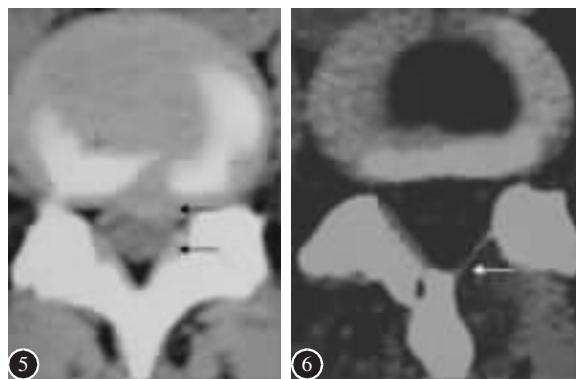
术前 CT 检查显示 L4/5 椎间盘突出，椎管无骨性狭窄，黄韧带无骨化（←） 图 6 术后 3 个月 CT 显示黄韧带愈合良好，无变形、塌陷（←），黄韧带外瘢痕组织大量增生，至黄韧带处终止，椎管内无瘢痕、粘连形成
